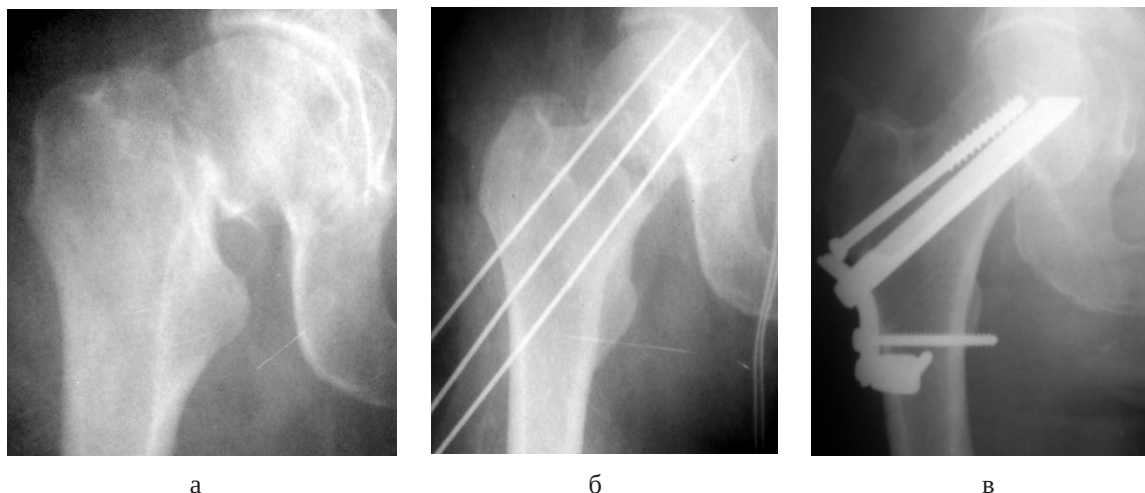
Фотовідбитки рентгенограм хворого Д. із субкапітальним переломом шийки СК: а – при ушпиталенні; б – після фіксації вправлених відламків спицями; в – через 6 місяців після остеосинтезу.
